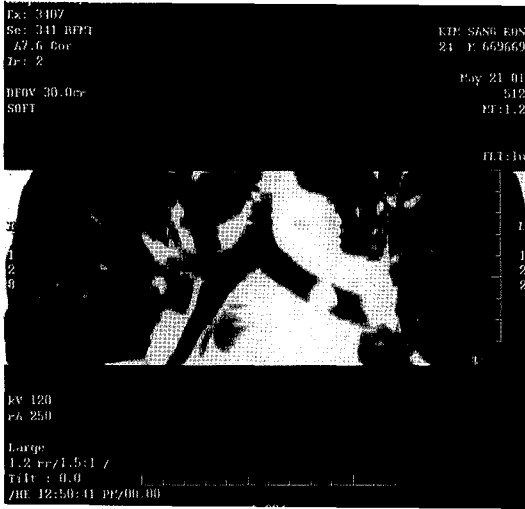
Chest CT shows endobronchial mass in the left main bronchus and it is located on the 3cm distal from carina.
